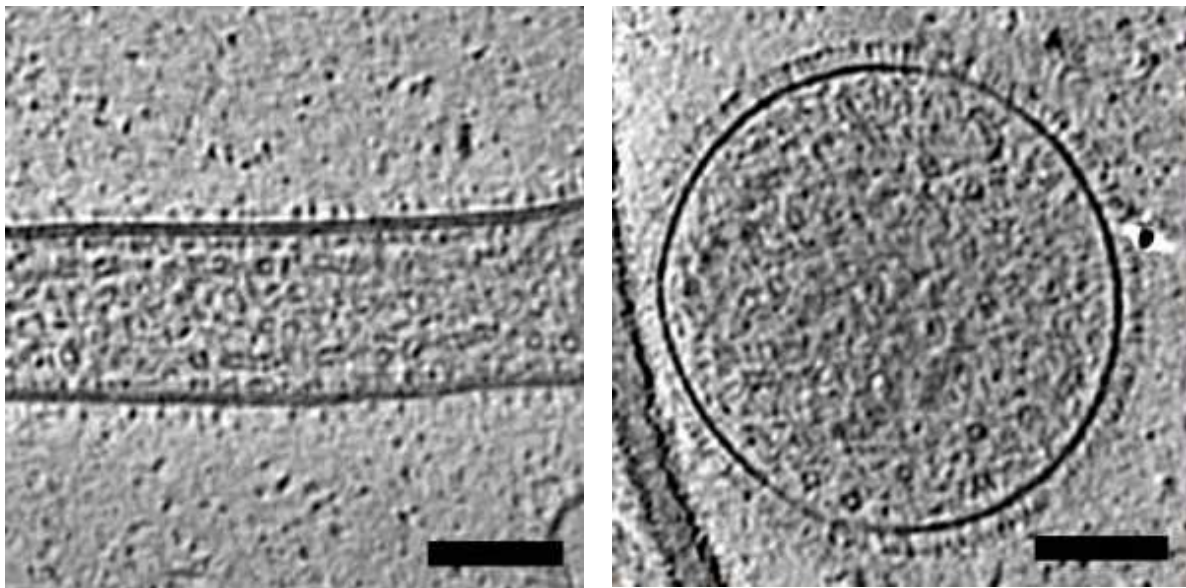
Photographies de virions du VRS obtenues grâce à une technique d'électron cryotomographie (ECT) décrivant la morphologie filamenteuse (à gauche) et sphérique (à droite). L'échelle est de 100 nm. D'après Ke et al. (11).
